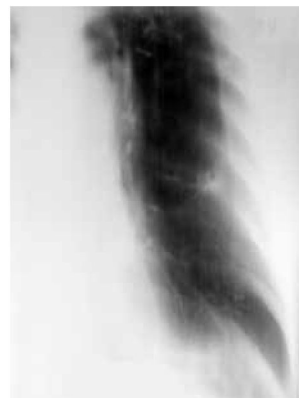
Томограмма левого легкого больной А. (контроль после лечения)
